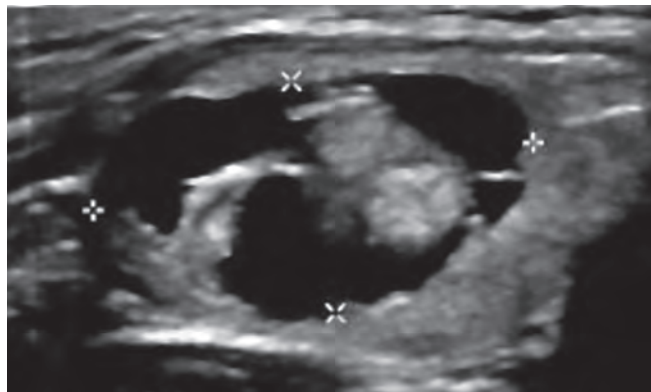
УЗИ левой доли ЩЖ, продольное сканирование. Кистозно-солидный овальный узел размерами 25 × 13 × 17 мм, горизонтально ориентированный, с четкими контурами, границы отмечены курсором
